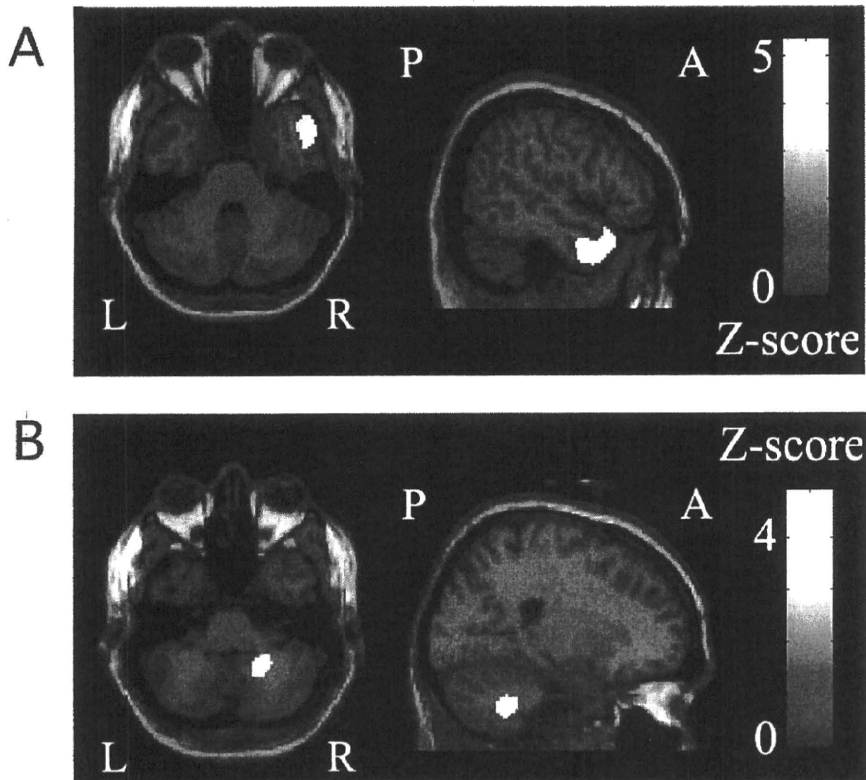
人工内耳装用による耳鳴抑制時の脳内PET解析 (p.10, カラー図参照)
